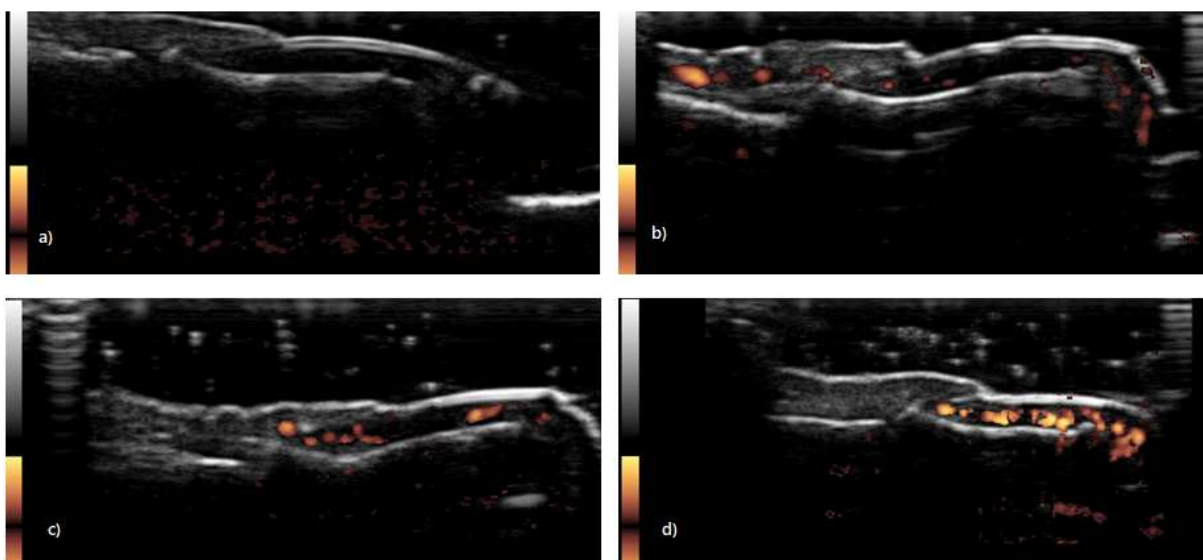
Classificação do grau de power doppler presente no leito e matriz ungueais avaliados conjuntamente, de acordo com Gutierrez et al¹⁵: a) Sinal Ausente b) Grau 1 → menos de 25% da area ocupada por sinal confluyente de PD; c) Grau 2 → de 25% a 50% da área avaliada ocupada por sinal confluyente de PD; d) Grau 3 → mais de 50% da área avaliada ocupada por sinal confluyente de PD.
